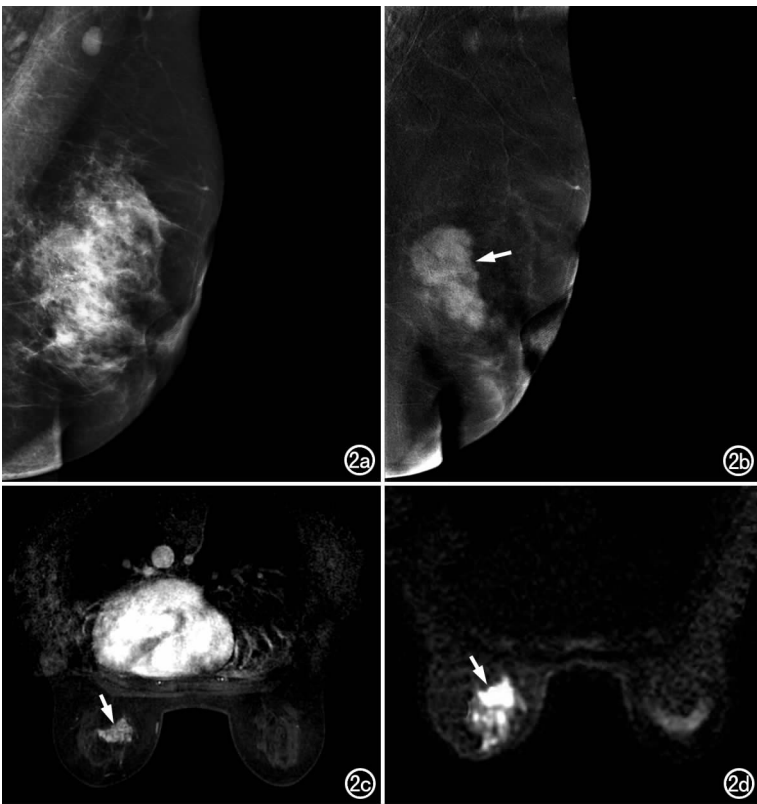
浸润性导管癌。CESM、CE-MRI 和 DWI 图像上清晰显示左侧乳腺中央区有一不规则肿块(箭),边缘毛糙,但在 MG 图像上肿块显示不清,仅见乳腺内散在细颗粒状钙化。a) MG; b) CESM; c) CE-MRI; d) DWI (b 值=1000s/mm²)。
